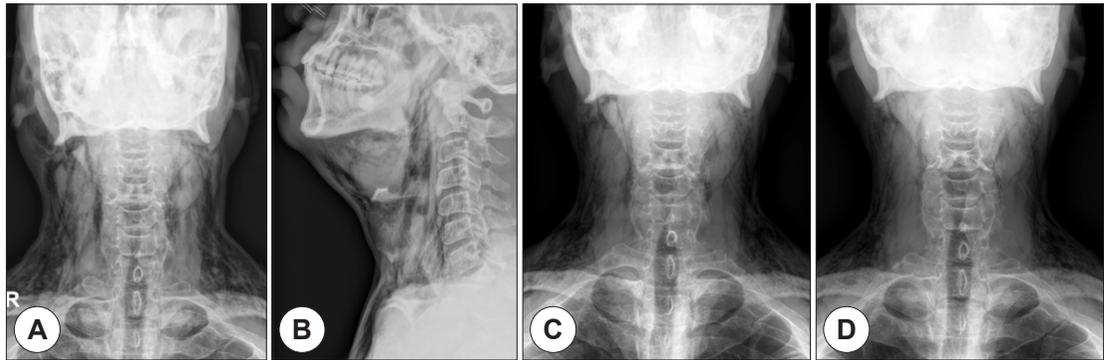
(A) Postoperative day 1 radiographic image of neck showing extensive cervicofacial subcutaneous emphysema: Anteroposterior view. (B) Postoperative day 1: Lateral view. (C) Postoperative day 3. (D) Postoperative day 4.
